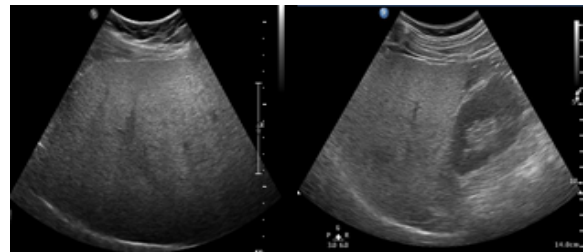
moderate fatty liver by ultrasonography(Grade II).
